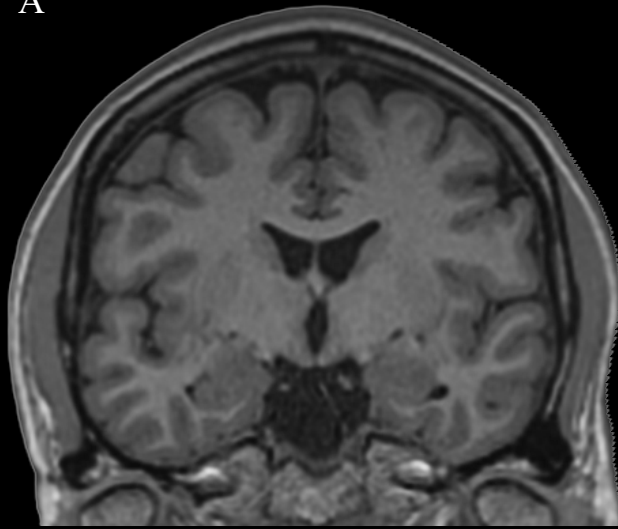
Secção coronal do encéfalo ao nível do corpo amigdalóide e cabeça do núcleo caudado. RNM (A) e TC (B). É possível observar o terceiro ventrículo, o hipotálamo formando suas paredes laterais e o corpo do fórnice formando o seu teto. Também é possível observar neste corte a cápsula interna situada entre o núcleo caudado e o núcleo lentiforme (formado lateralmente pelo núcleo putame e medialmente pelo globo pálido). Observa-se também neste plano o córtex insular profundamente ao sulco lateral. Nesta secção também é possível visualizar a extremidade anterior do corno temporal do ventrículo lateral fazendo relação com o corpo amigdalóide.
